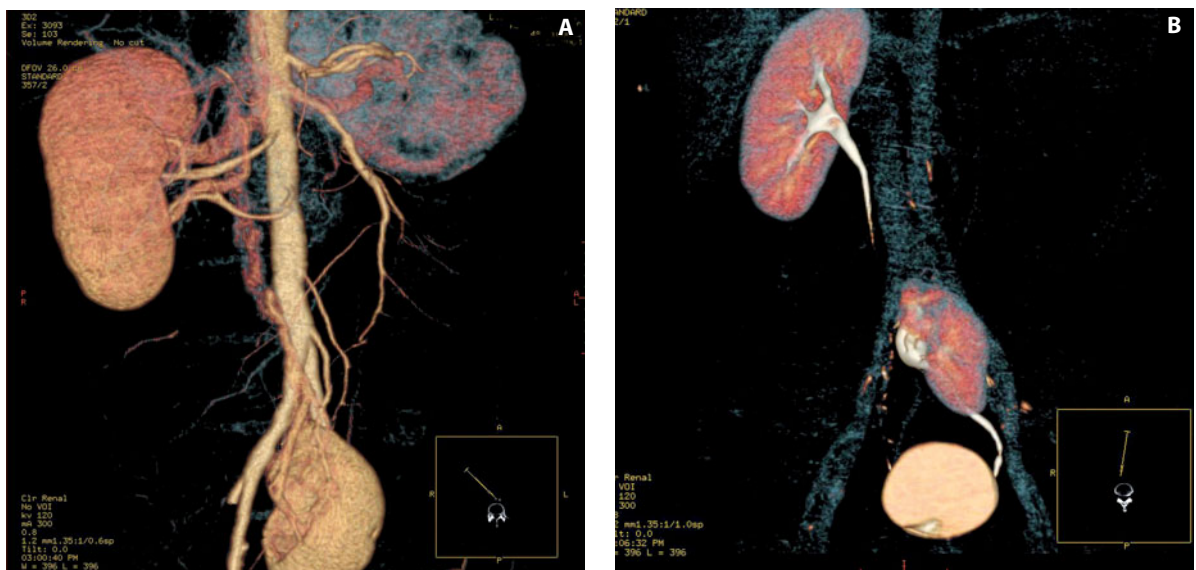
Rene pelvico: uro-TC
